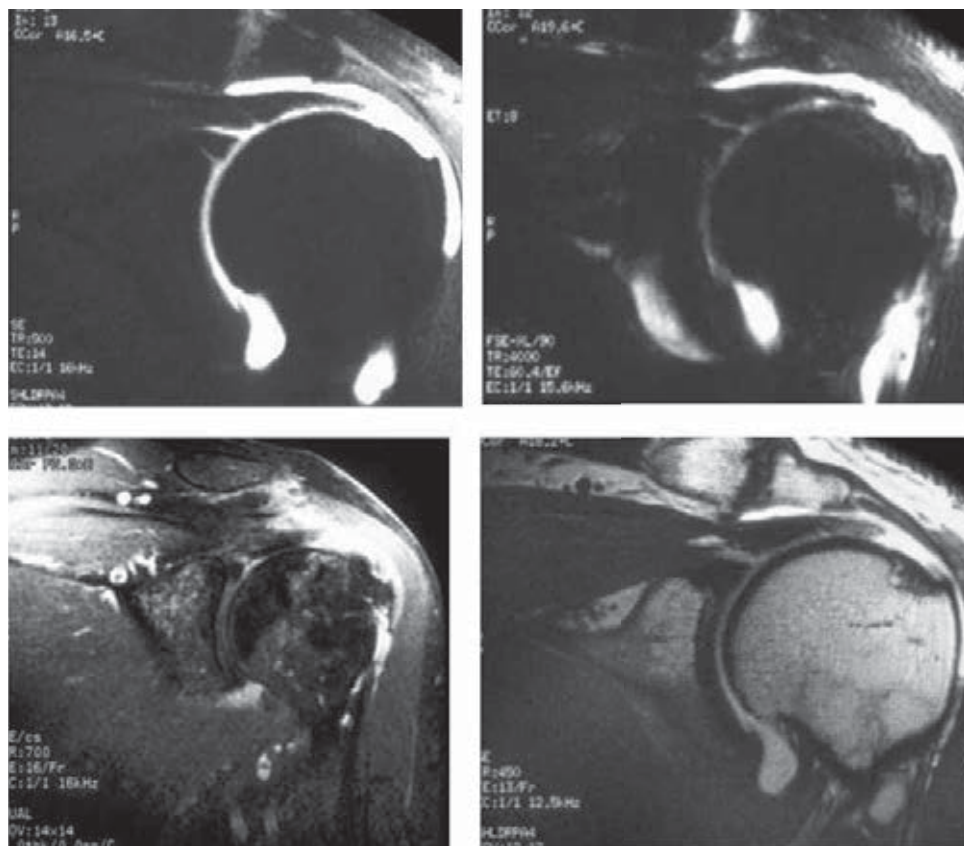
Secuencia de imágenes con lesión masiva del mango rotador por resonancia magnética.
